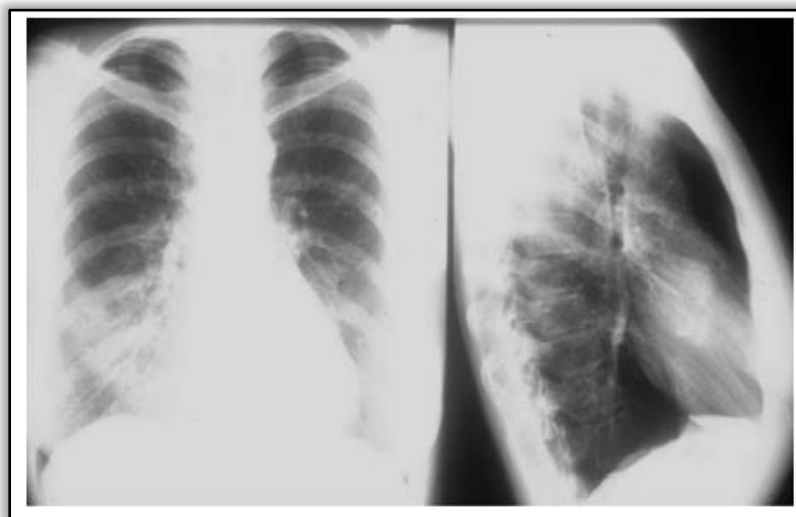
Radiographie thoracique d'un patient GPA présentant des infiltrations pulmonaires
